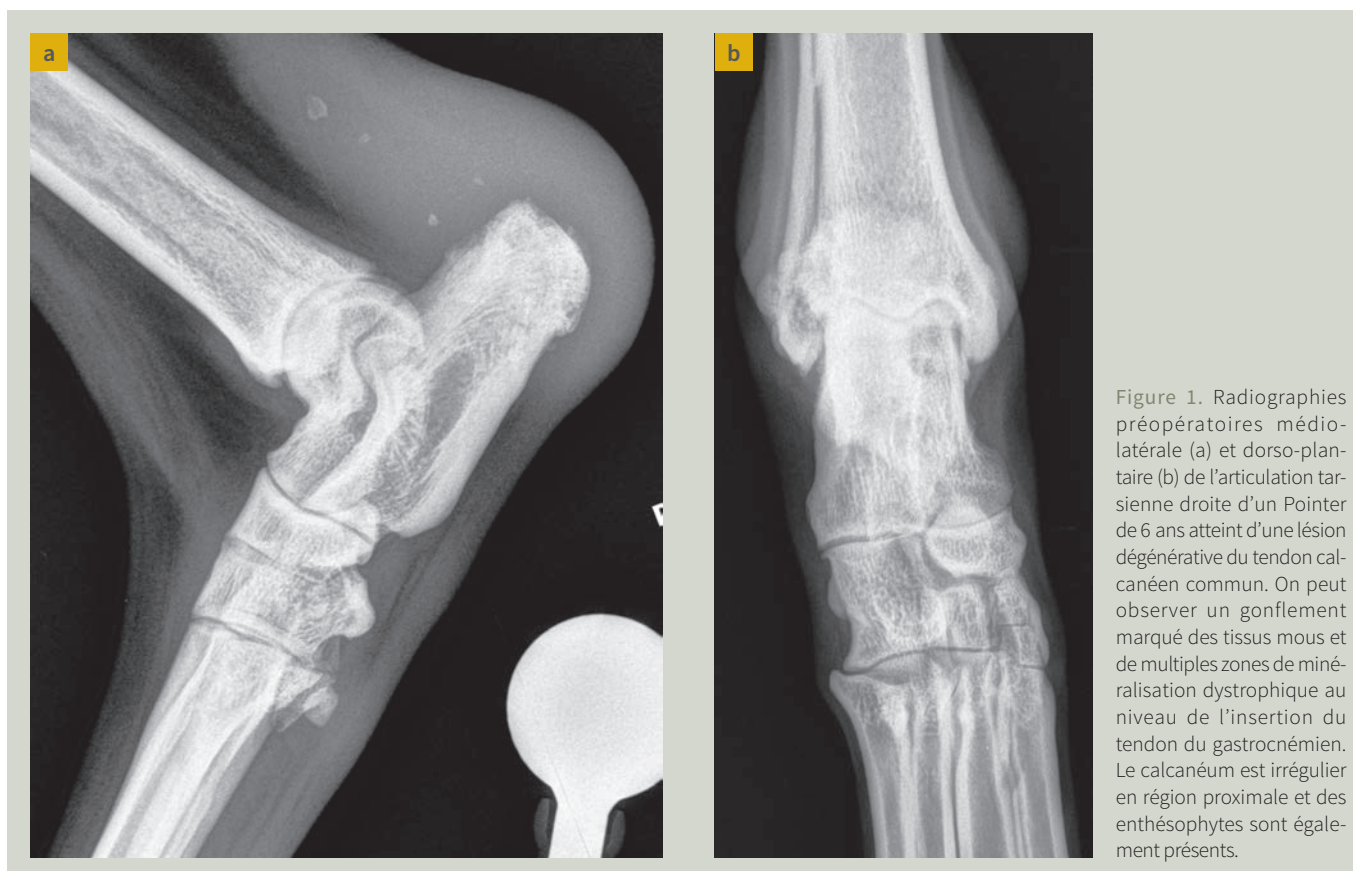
Radiographies préopératoires médio-latérale (a) et dorso-plantaire (b) de l'articulation tarsienne droite d'un Pointer de 6 ans atteint d'une lésion dégénérative du tendon calcanéen commun. On peut observer un gonflement marqué des tissus mous et de multiples zones de minéralisation dystrophique au niveau de l'insertion du tendon du gastrocnémien. Le calcaneus est irrégulier en région proximale et des enthésophytes sont également présents.
